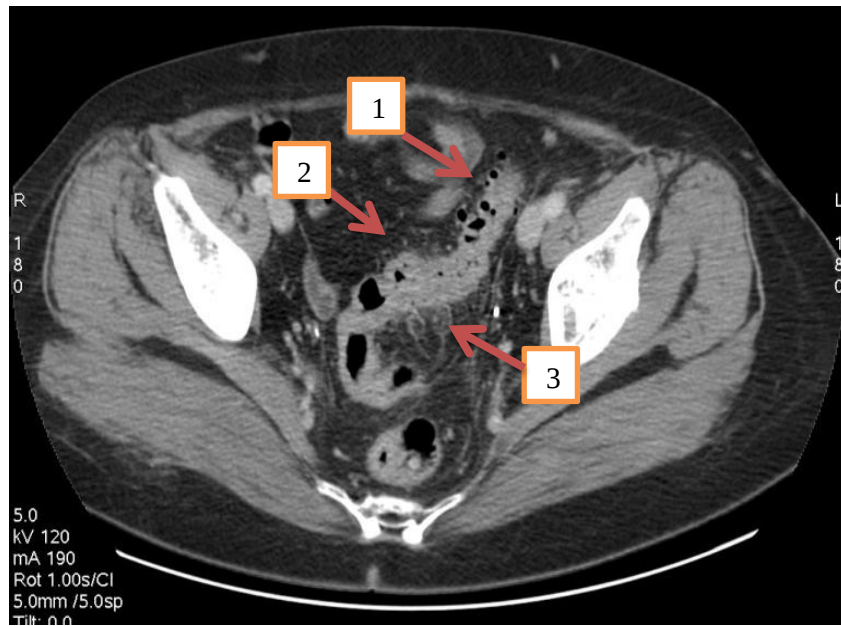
Пациент Б., 55 лет. КТ, аксиальный срез. Аксиальное КТ-изображение сигмовидной кишки в артериальную фазу прохождения контрастного вещества. Дивертикулы сигмовидной кишки – стрелка 1. Наличие утолщенной стенки кишки, просвет сужен до 5 мм – стрелка 2. Параколическая клетчатка уплотнена, с признаками инфильтративных изменений и свободного содержимого – стрелка 3.
